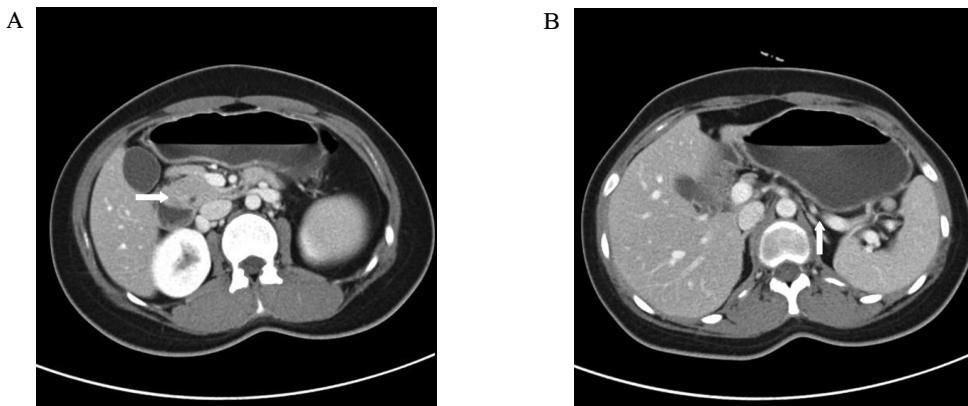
Abdominal CT scan shows (A) normal pancreatic head without abnormal calcification or ductal dilatation (arrow), and (B) nonvisualization of pancreatic body and tail at the level of splenic vein (arrow).
